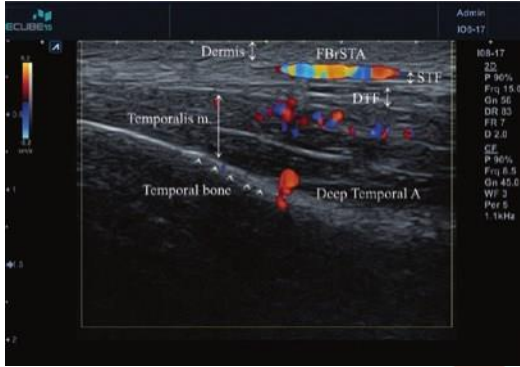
Siêu âm Doppler đánh giá khu vực thái dương
